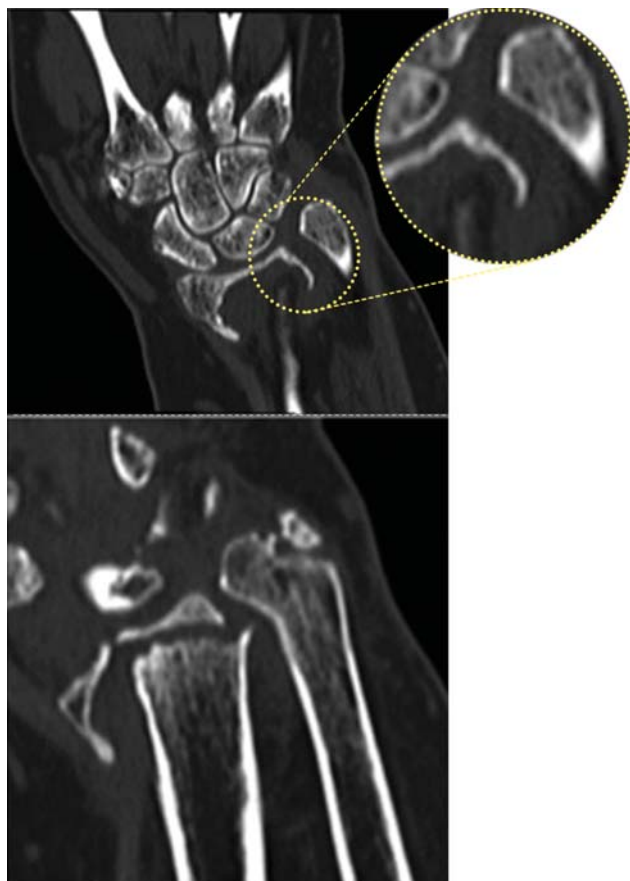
(color): Imagen de TAC en paciente con PEDR tipo IIB. Obsérvese ausencia de stock óseo bajo faceta semilunar y alteraciones en el nivel de ARCD, cúbito plus en relación a deformidad moderada radial. No se observan cambios degenerativos mediocarpianos.
